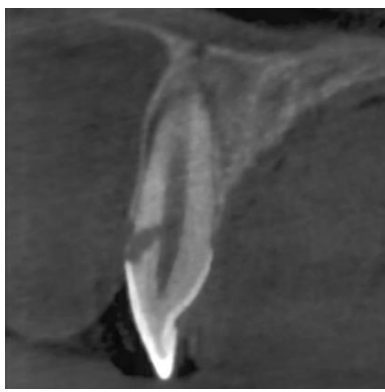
Vue sagittale d'un cas clinique de résorption radiculaire externe cervicale au CBCT (Source : courtoisie du Dr. Demetriou)
